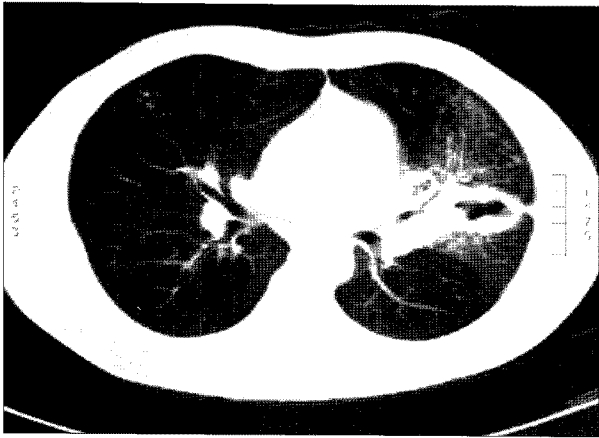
Initial chest CT : multiple cavitary lesions suggest pulmonary tuberculosis.
